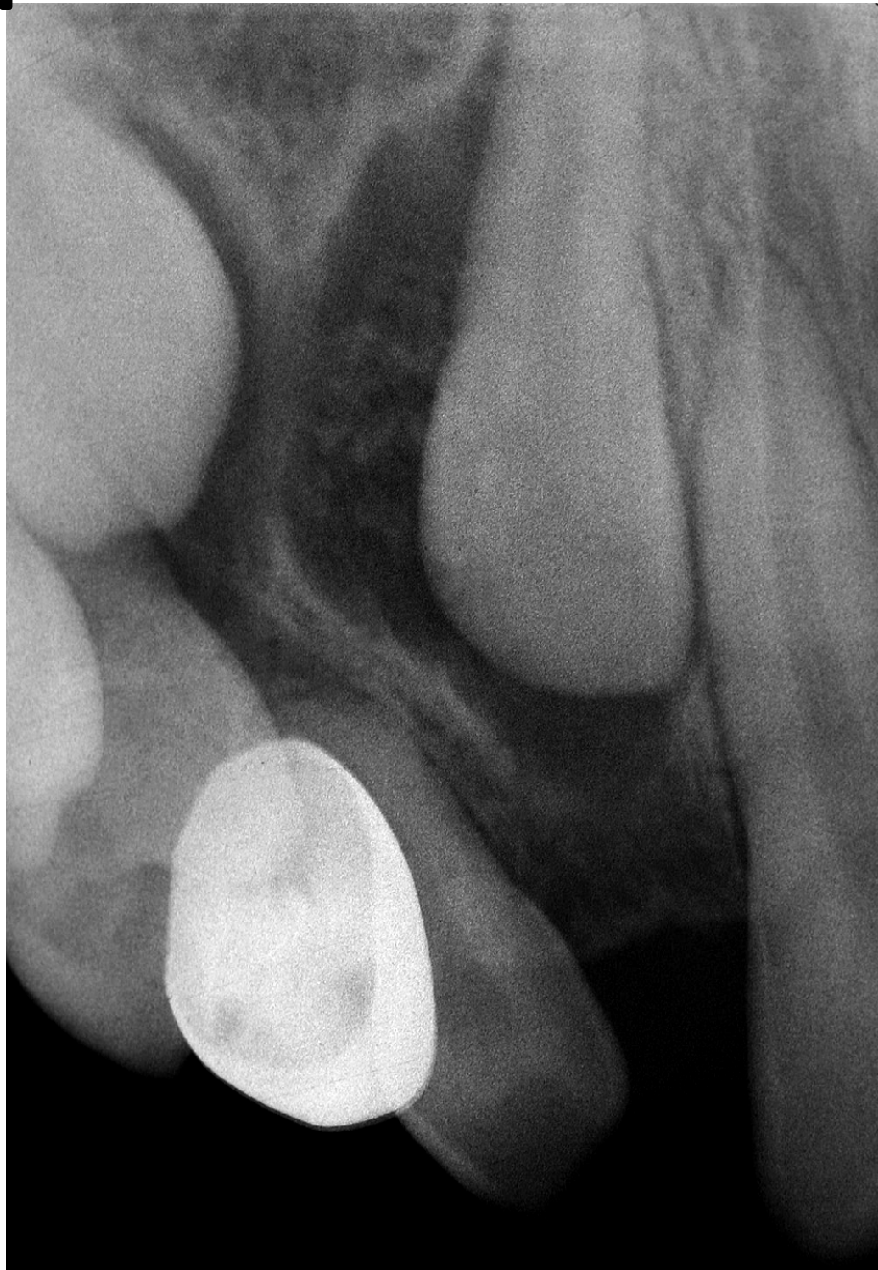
Ortopantomografía de TOA. Área radiolúcida pericoronar bien definida que envuelve el incisivo lateral superior derecho en un varón de 14 años. Nótese las sutiles calcificaciones en forma de copo de nieve dentro de la lesión. Fuente directa: Neville B, *et. al.*⁽¹³⁾
